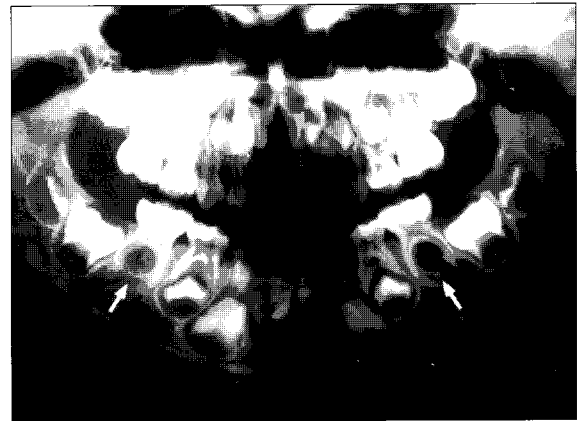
Panoramic radiograph after 1 year.
